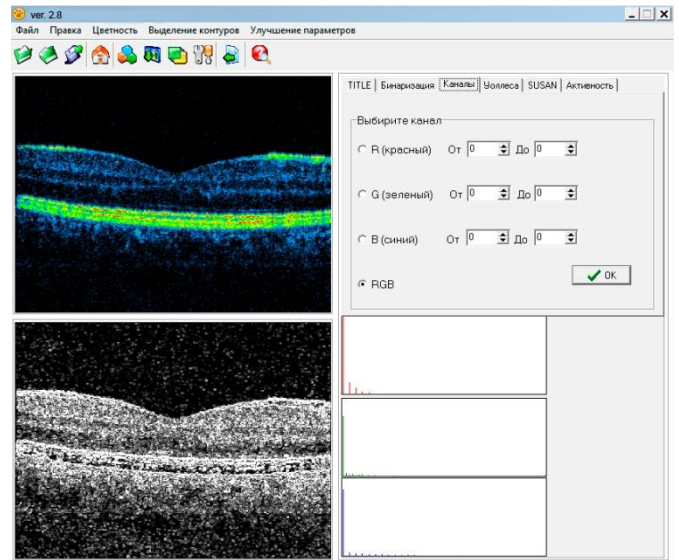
Результат застосування нелінійного фільтра Собела при обробленні томограми ока
